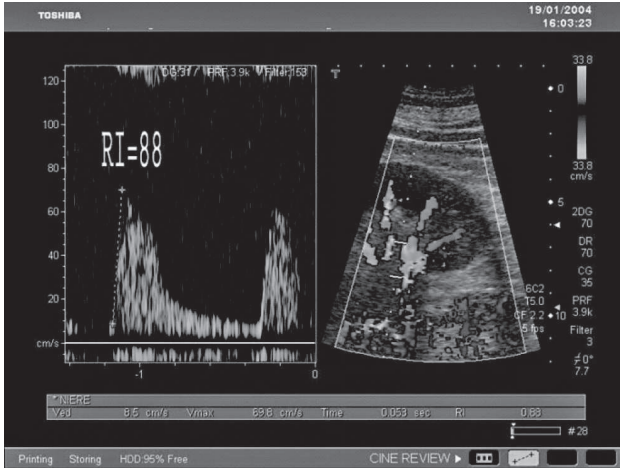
Imagen de ecografía dopler dúplex de arterias renales con índices de resistencia mayores de 0,5 como diagnóstico de HTA renovascular. Tomado de Internet Dr. Jorg Radermacher profesor de Medicina de Hannover Medical School.
